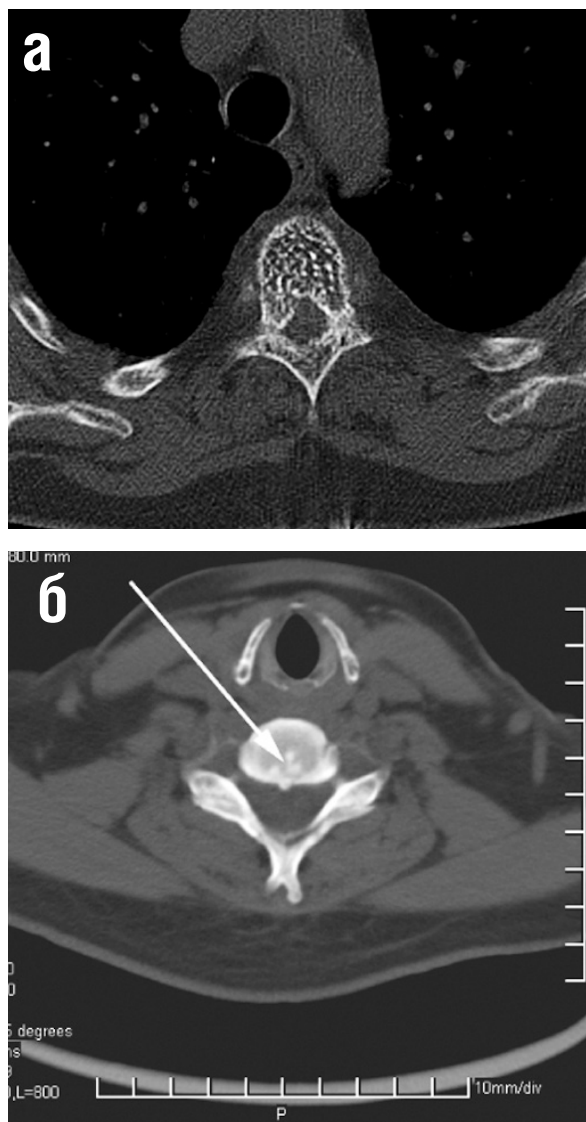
а) КТ грудного отдела позвоночника. Гемангиома тела Th4; б) КТ шейного отдела позвоночника. Гемангиома тела C5
